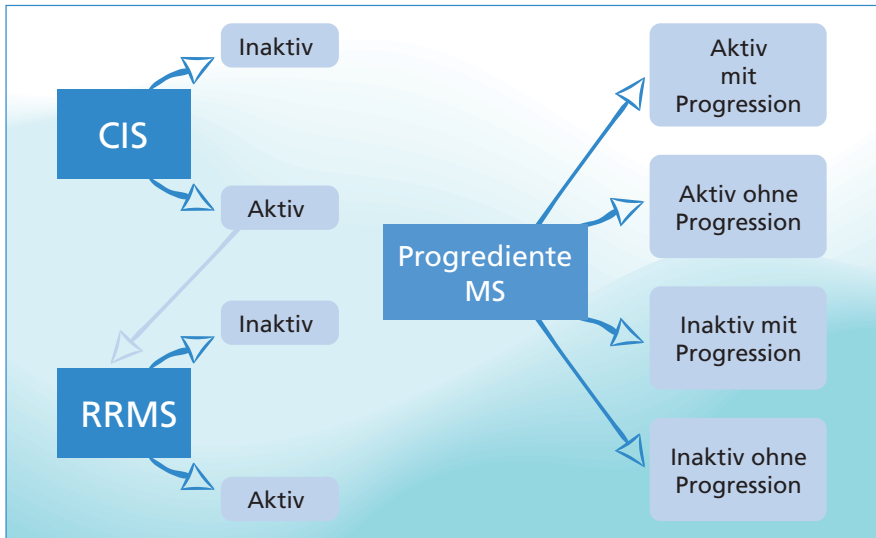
Verlaufsformen: Einordnung der Verlaufsformen (2013), adaptiert nach Lublin et al. (2014) Aktivität bestimmt anhand klinischer Schübe und/oder MRT-Aktivität (Kontrastmittel aufnehmende Läsionen; neue oder eindeutig vergrößerte T2-Läsionen). Progression bei mindestens jährlicher Untersuchung; bei nicht verfügbaren Untersuchungsergebnissen: Aktivität »unbestimmt«. Die Progression wird durch eine klinische Beurteilung gemessen, die mindestens einmal jährlich durchgeführt wird. Wenn keine Beurteilungen verfügbar sind, sind Aktivität und Progression »unbestimmt«. CIS: klinisch isoliertes Syndrom (geht in schubförmig-remittierende MS (RRMS) über, sobald anhand weiterer Krankheitsaktivität die aktuellen Diagnosekriterien der MS erfüllt). PPMS: primär progrediente MS; RRMS: progredient remittierende MS; SPMS: sekundär progrediente MS. PP: fortschreitende Akkumulation von Behinderung ab Krankheitsbeginn, SP: fortschreitende Akkumulation von Behinderung nach zunächst schubförmigem Verlauf.
